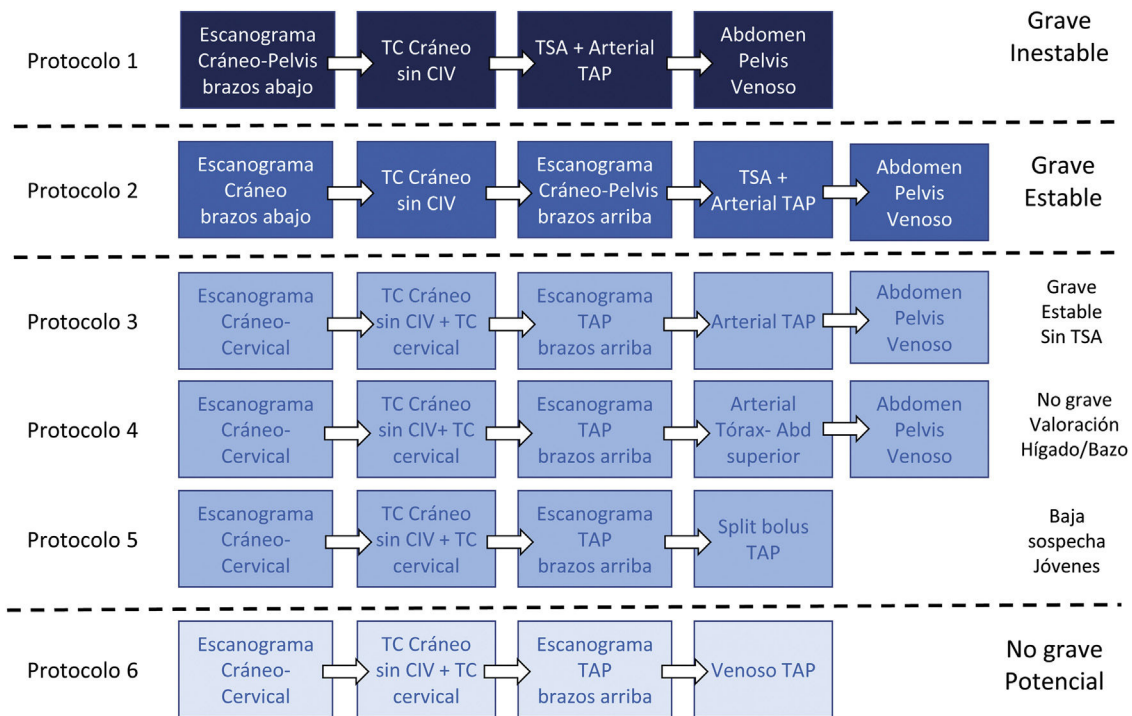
Propuesta de protocolos de TCCC en el enfermo politraumatizado. El protocolo 1 correspondería al propuesto por las guías de la ESER como protocolo tiempo-precisión. El resto de los protocolos corresponderían a distintas variaciones del protocolo de dosis optimizada. Recomendamos aplicar el protocolo 5 a pacientes jóvenes con baja sospecha de lesión grave. El protocolo 6 se aplica a pacientes «potenciales» en los que existe una baja sospecha de lesión hemorrágica arterial. Algunos de estos pacientes pueden requerir TC para valorar el esqueleto axial, en los que recomendamos administrar CIV para evitar una segunda exploración ante hallazgos de traumatismos detectados de manera incidental. Es importante disponer de protocolos bien establecidos para mejorar la comunicación entre el radiólogo y el técnico especialista de Radiodiagnóstico que realiza la exploración. CIV: contraste intravenoso; ESER: European Society of Emergency Radiology; TC: tomografía computarizada; TCCC: tomografía computarizada de cuerpo completo; TSA: troncos supraaórticos; TAP: tórax-abdomen-pelvis.
